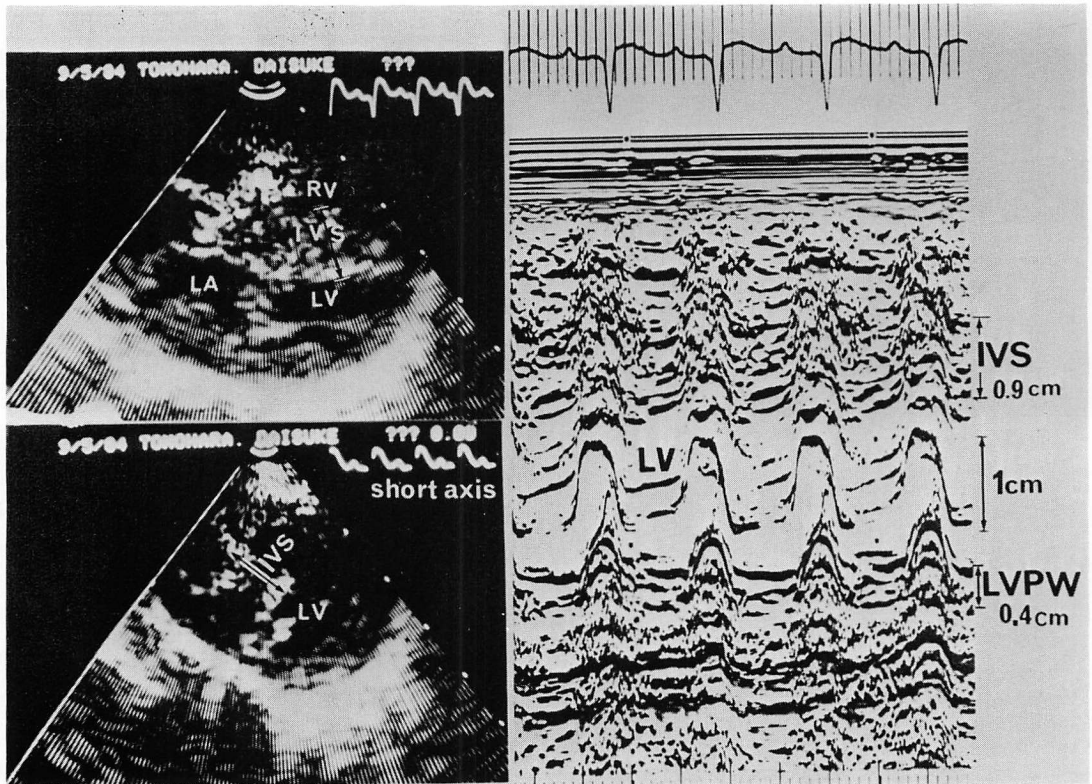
Two-dimensional and M-mode echocardiograms in a patient with hypertrophic cardiomyopathy (Care 3).
